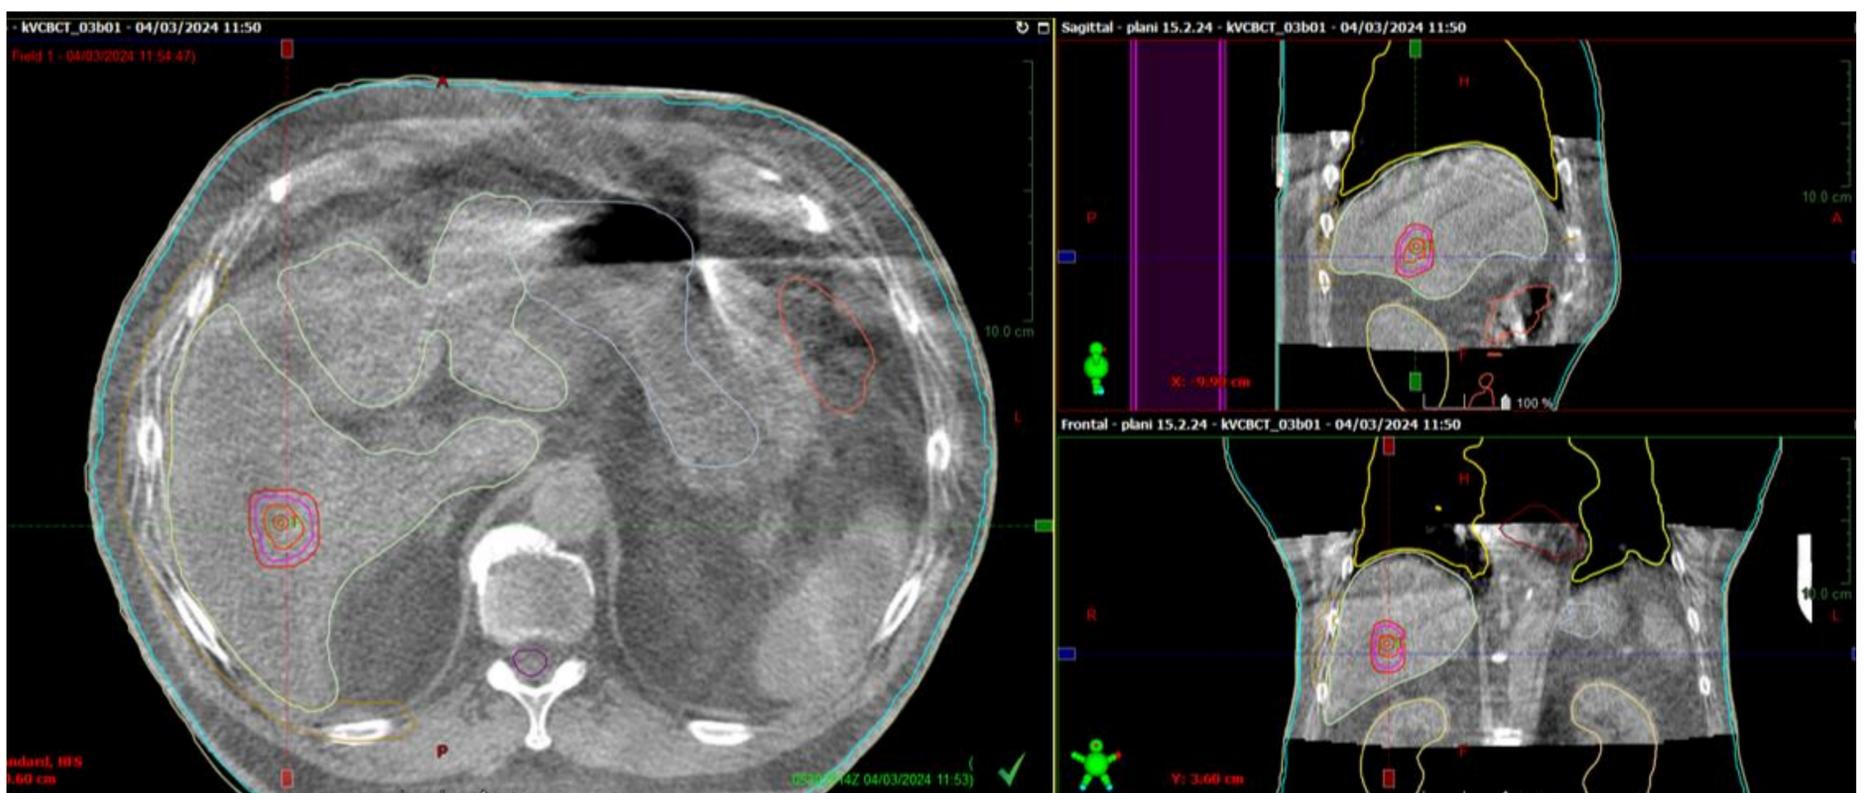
Imagen del CBCT (Cone-beam CT) de planificación y verificación diario previo a cada sesión, con los volúmenes de tratamiento superpuestos.
